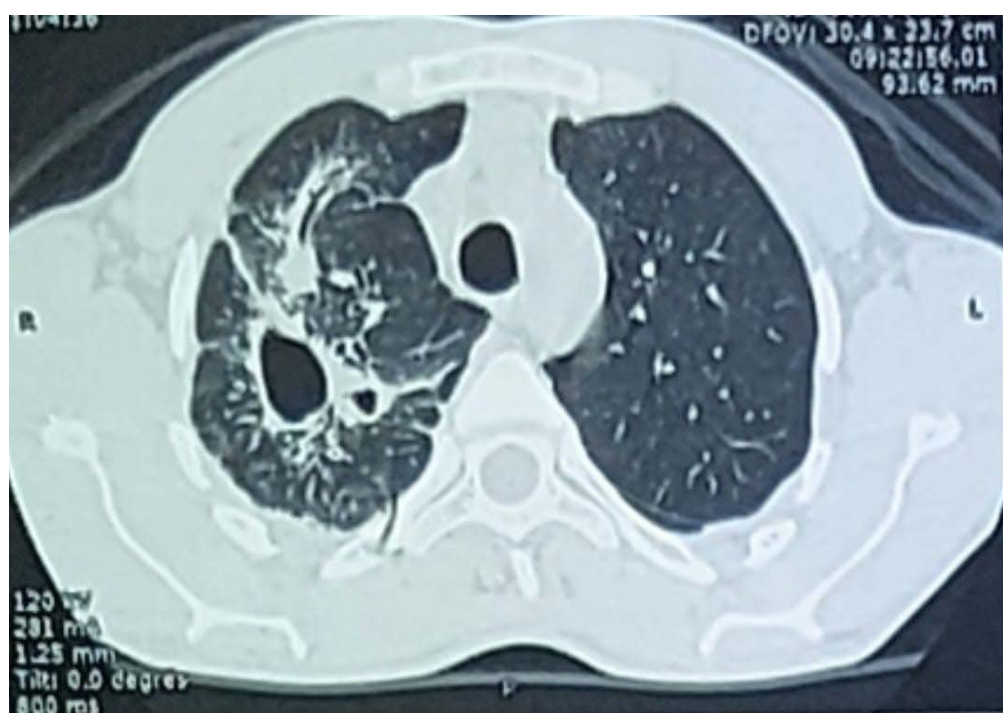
Les différents Aspects retrouvés en TDM thoracique
